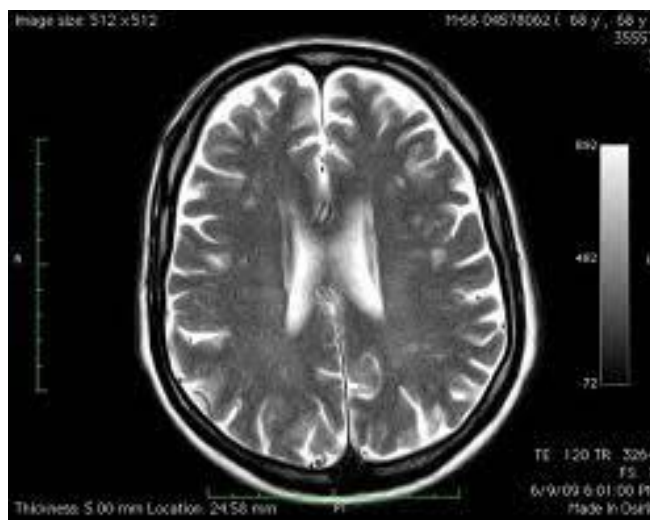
Resonancia Magnética y Tomografía Axial Computarizada observándose los daños en la Densidad cerebral.
